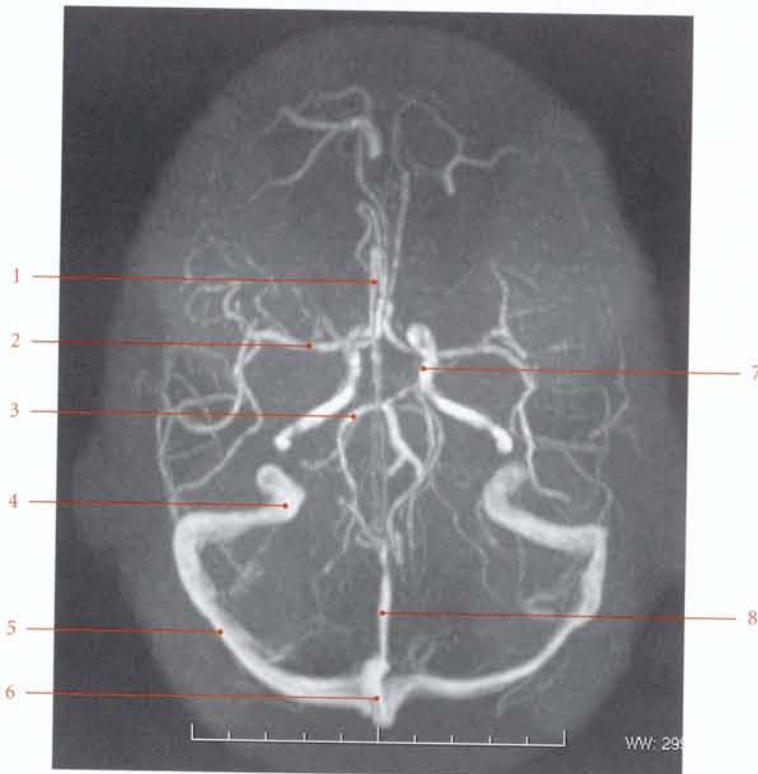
Angio-IRM : coupe transversale (cliché Dr J. Drouineau)
